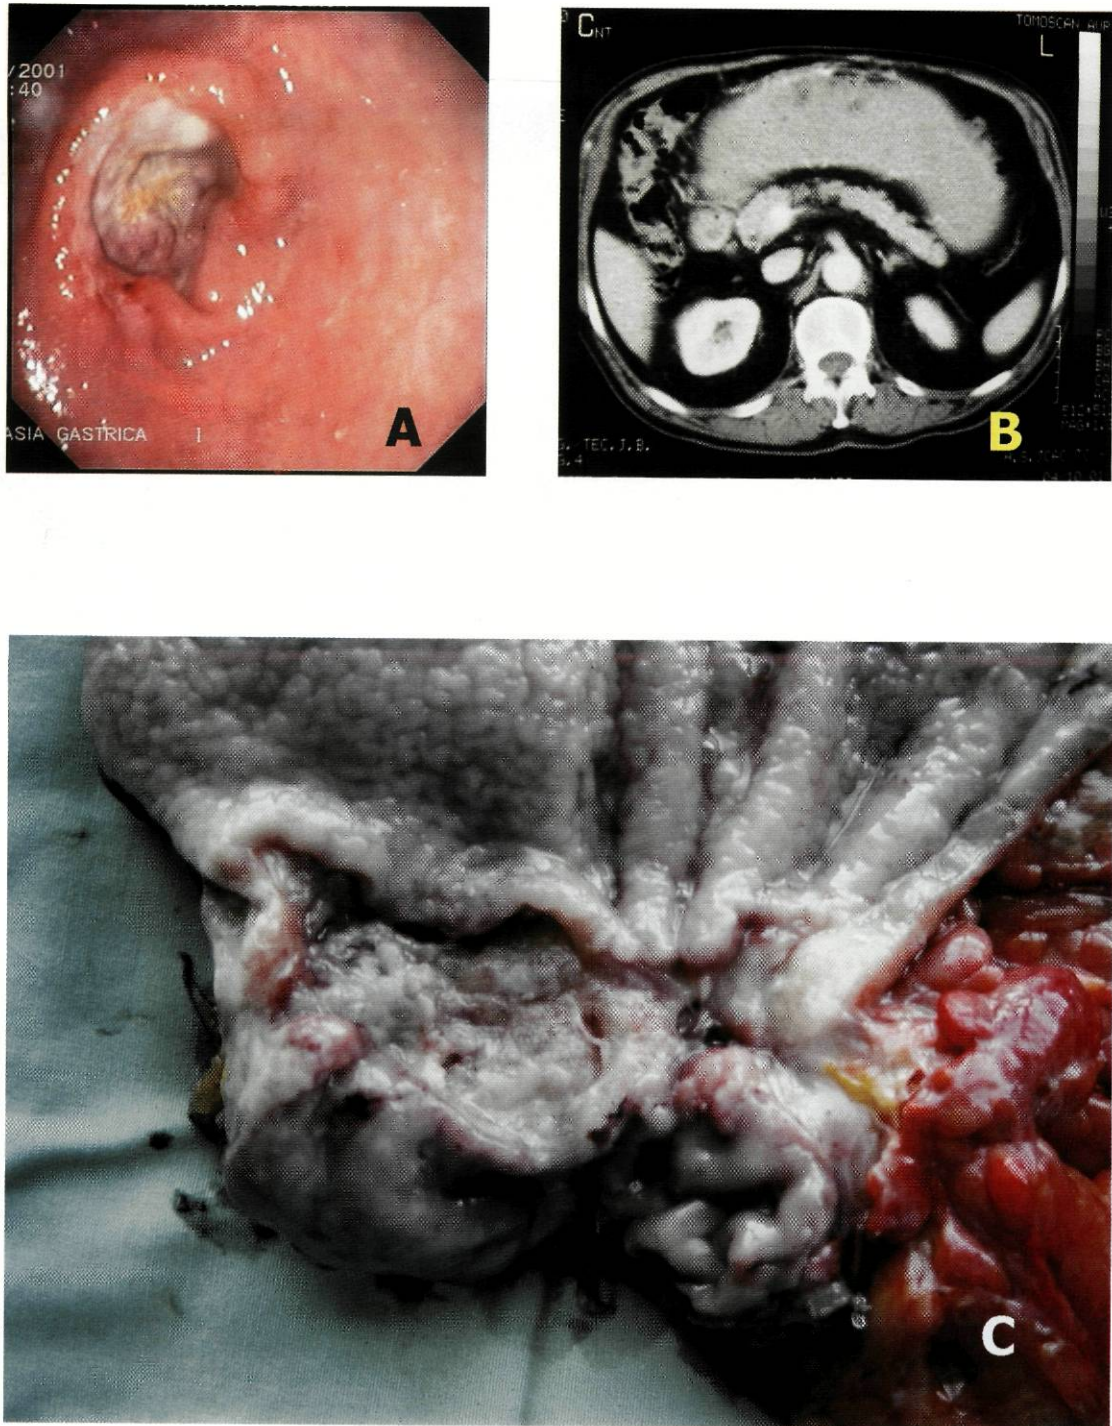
Adenocarcinoma do antro: A) endoscopia, B) TAC abdominal evidenciando ectasia gástrica e C) peça de gastrectomia distal contendo carcinoma úlcero-infiltrativo.
